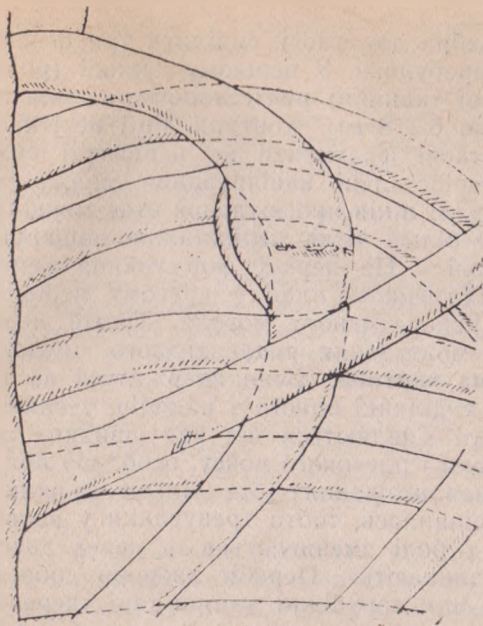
Рентгенограма хворого Р. через чотири місяці. Чітко зображені початкові ознаки утворення кісткової тканини з наявністю періостальної реакції на краях ребра.
